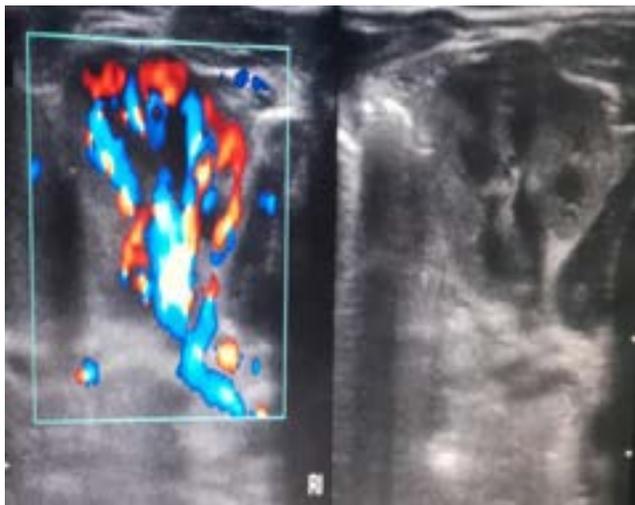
Imagen ultrasonográfica de riñón izquierdo, en corte transversal. Tomado por Rodríguez Maggyra, 2024. Servicio de Imágenes Dr. José Gregorio Hernández, CHET. Valencia, Carabobo, Venezuela.
